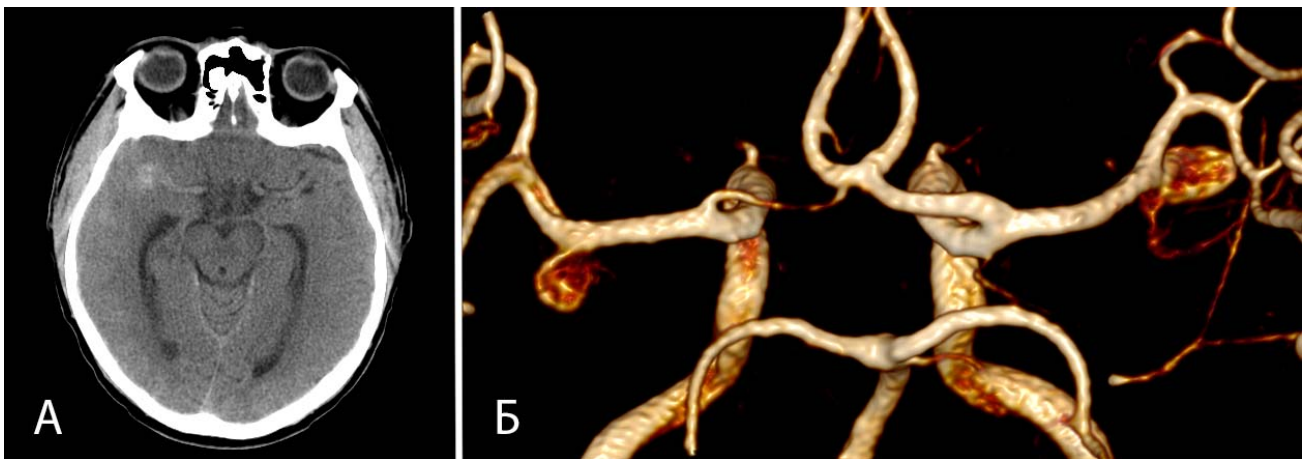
Пациент П., 61 год. А – СКТ головы с признаками САК в области правой сильвиевой щели; Б – МРА головного мозга с визуализацией зеркальных аневризм бифуркации СМА (вид сзади)
